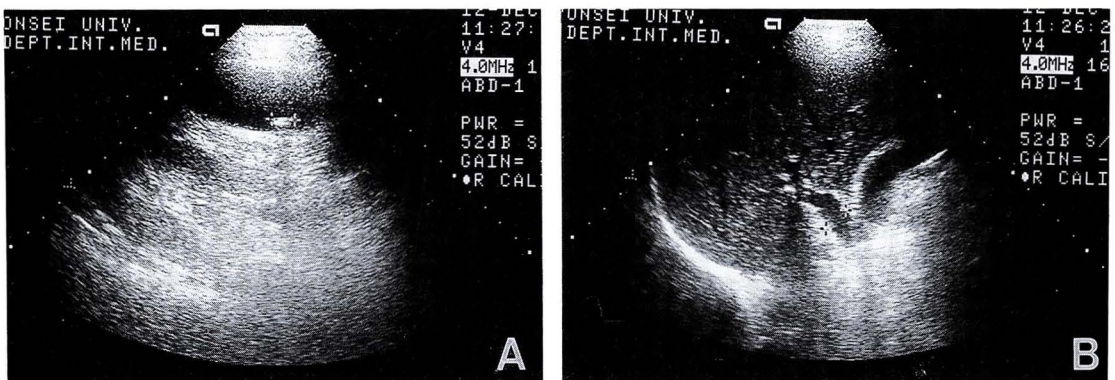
Abdominal ultrasonographic findings showing gallbladder stone(A) and dilatation of common bile duct(B).
